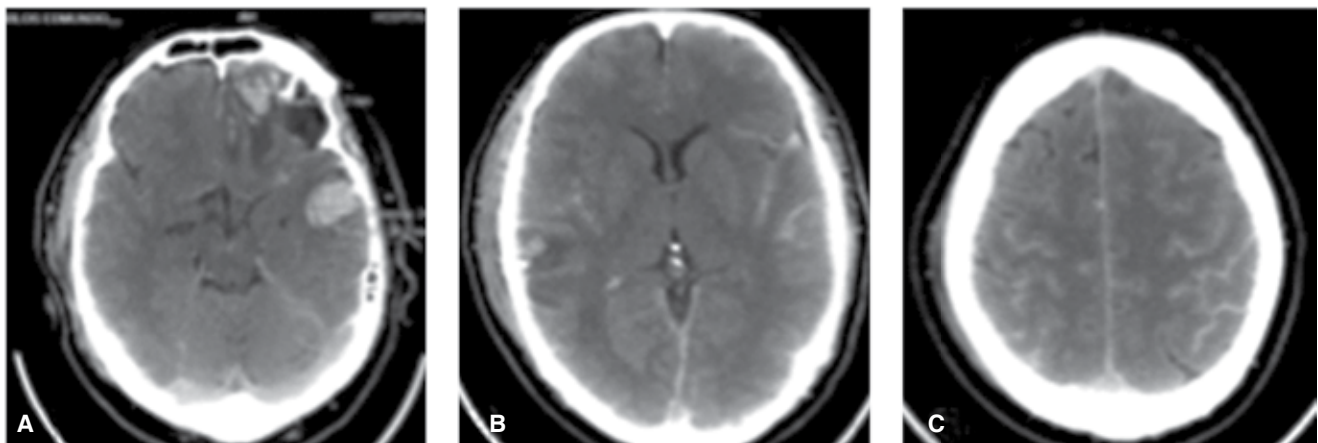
Tomografía computada de cráneo. A) Contusión hemorrágica temporal y frontal izquierda con edema perilesional. B) Hemorragia parenquimatosa parietal derecha con edema perilesional y hemorragia subaracnoidea Fisher III. C) Hemorragia subaracnoidea Fisher III.
